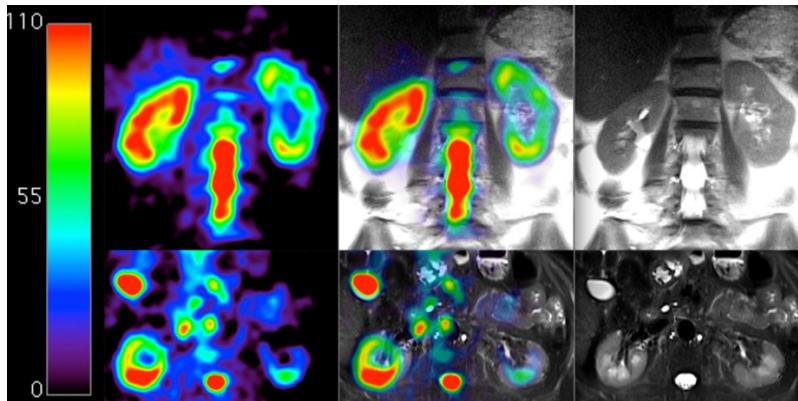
Paziente di 56 anni a seguito di radioterapia stereotassica corporea surrenale. È evidente la diminuzione del gradiente di concentrazione cortico-midollare e in generale della concentrazione di sodio nel rene sinistro. Questa immagine è stata acquisita combinando (nell'immagine centrale) una ^1H MRI pesata per T_2 (immagine morfologica, a destra) con una ^{23}Na MRI (immagine funzionale, a sinistra). Zöllner et al., 2015
